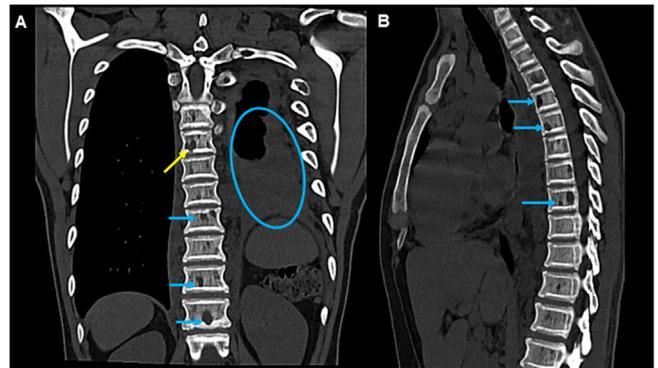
Tomografía computarizada de la columna torácica en ventana ósea. A. Corte axial que muestra derrame pleural de volumen moderado en el lado izquierdo (círculo) y múltiples lesiones líticas bien demarcadas, predominantemente en los cuerpos vertebrales (flechas azules), una de ellas con erosión cortical (flecha amarilla). B. Corte sagital que también muestra las múltiples lesiones líticas con bordes muy definidos en los cuerpos vertebrales (flechas).
